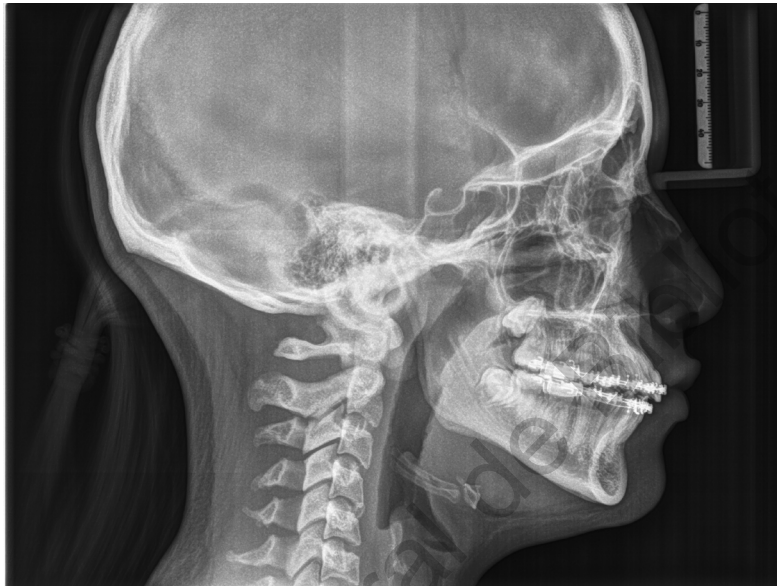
Radiografía lateral de cráneo
